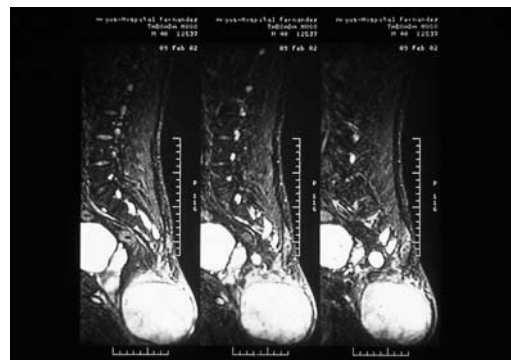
RM de la zona lumbosacra que muestra la extensión del tumor.
